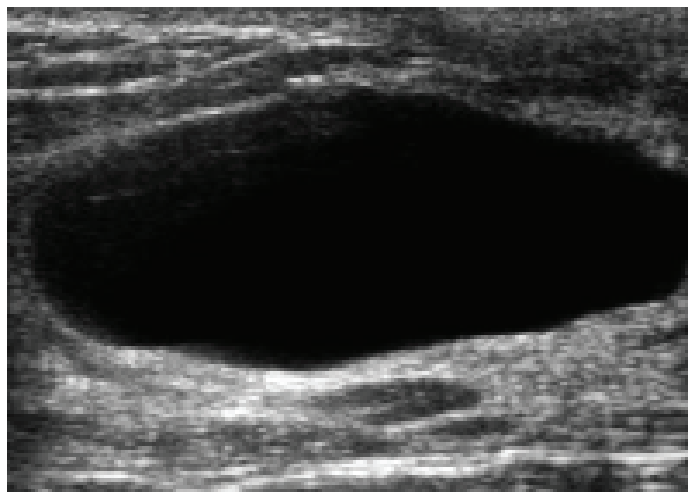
УЗИ-картина кисты I типа
